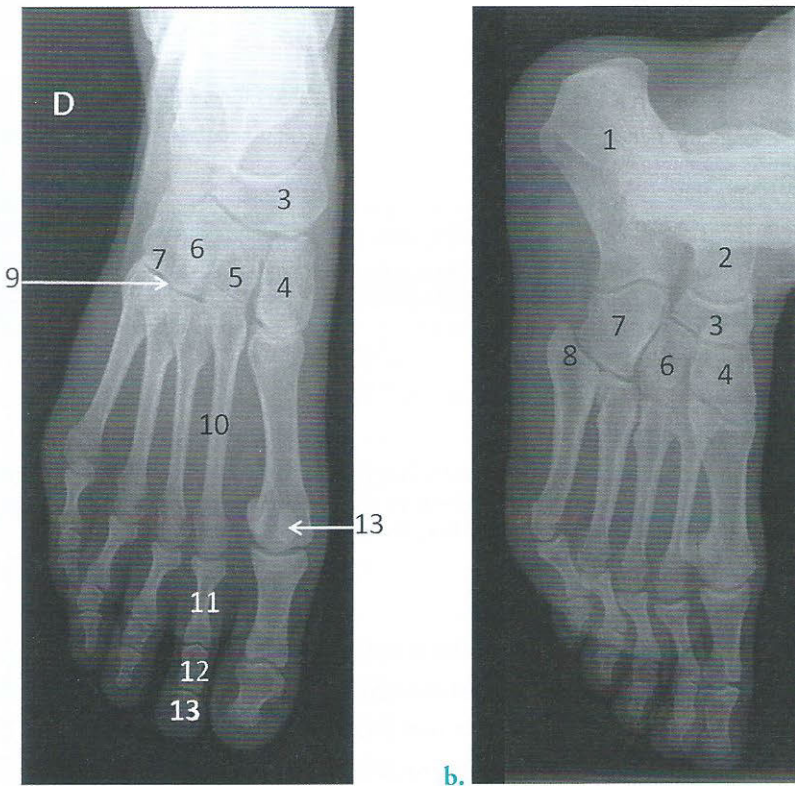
Radiographies de pied droit de face (a) et de trois quarts (b)
